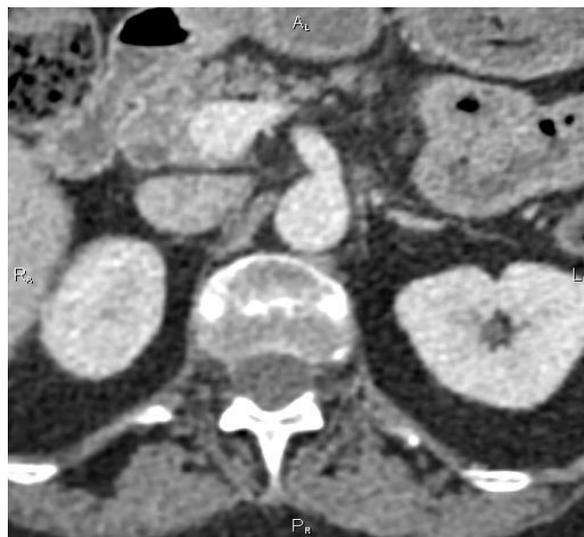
КТ: характерный вид метастаза в надпочечнике (правом)
